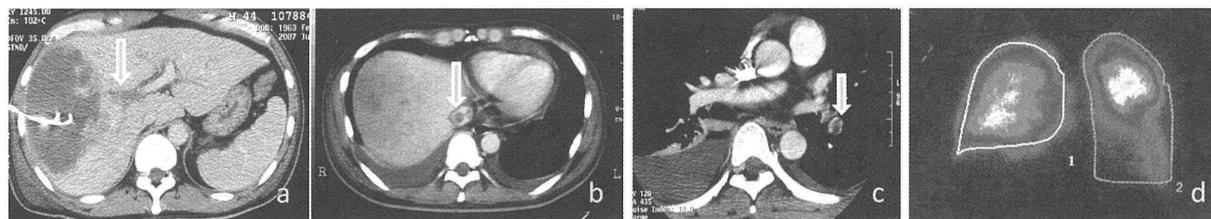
a; 門脈右枝の閉塞 (腹部造影 CT)
